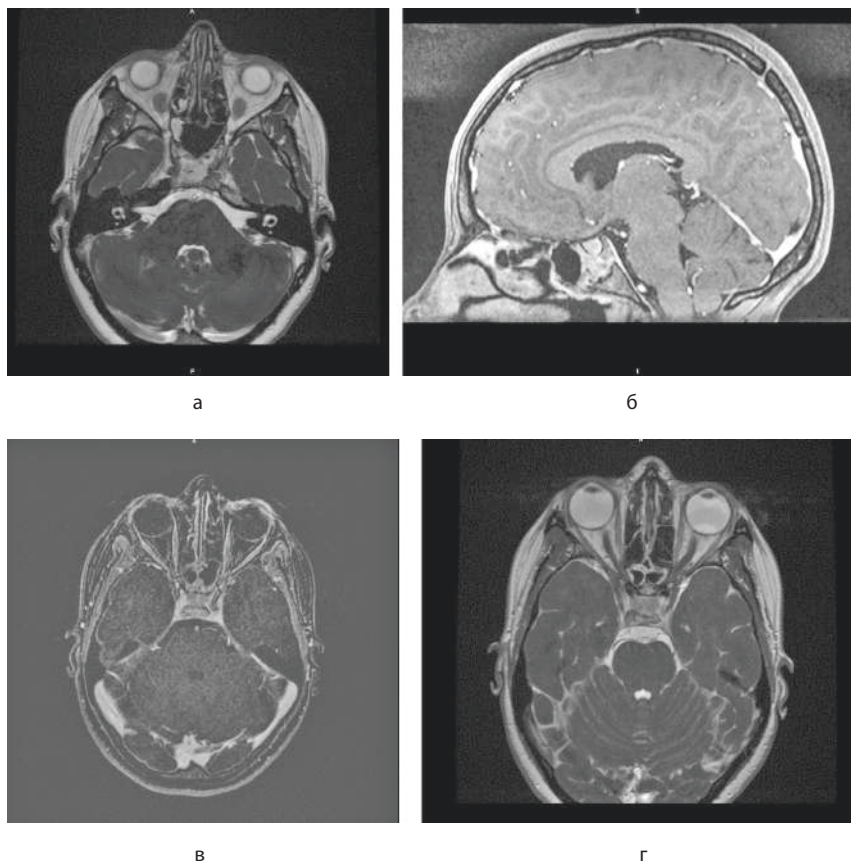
МРТ головного мозга. Послеоперационные изменения клиновидной кости
